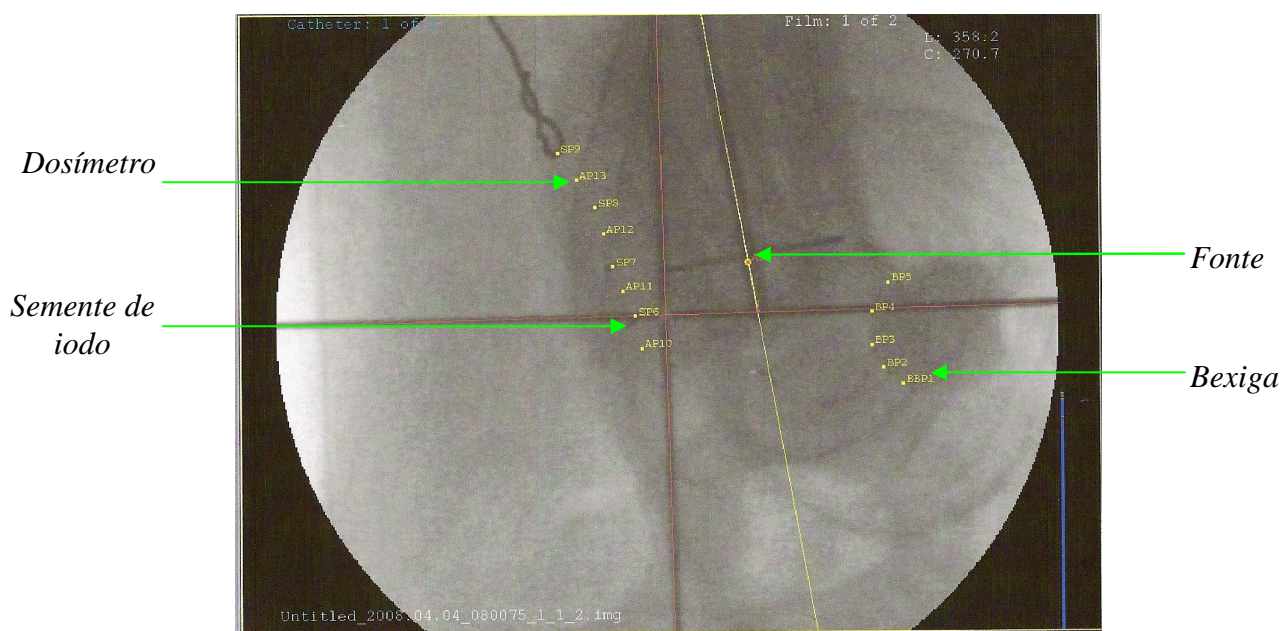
Visualização de perfil da zona pélvica da paciente 1 em radiografia, com as respectivas marcações.
